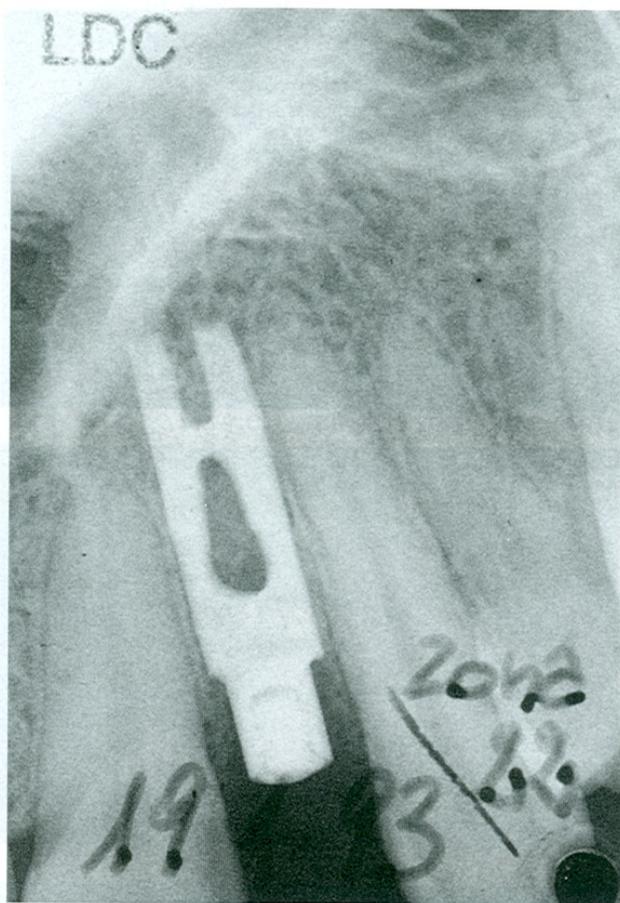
La radiografia effettuata dopo lo svitamento del moncone e l'inserimento della vite tappo.
